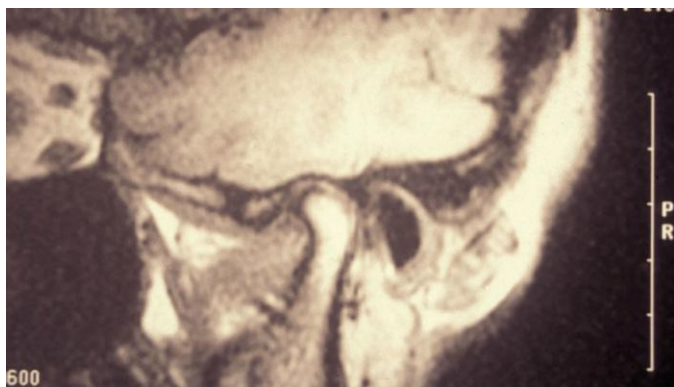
Resonancia magnética de la ATM. Imagen lateral.
